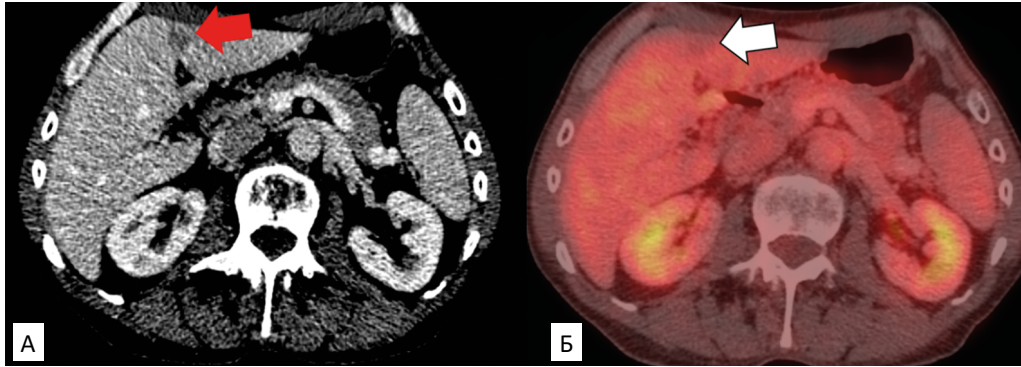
На компьютерной томограмме (А) выявляется относительно низкоплотный очаг в смежных отделах IVb/ III сегментов, в области круглой связки (красная стрелка). На совмещенном ПЭТ/КТ-изображении (Б) этот очаг накапливает РФП в меньшей степени, чем остальная паренхима печени (белая стрелка)
